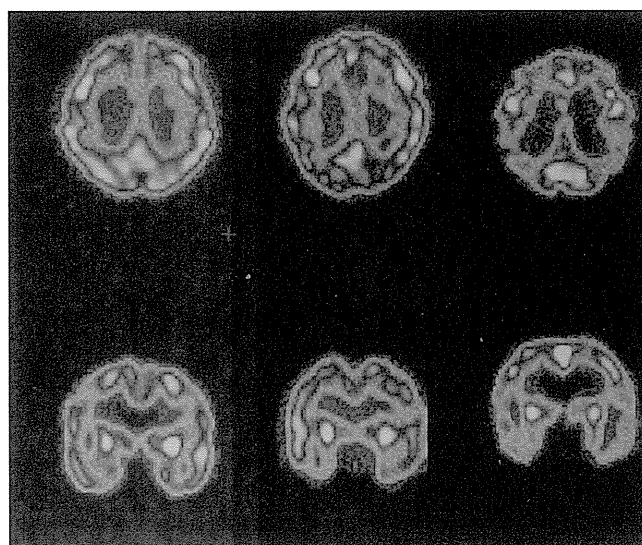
健常高齢者、DAT疑い患者、軽度～中等度のDAT患者の代表的なSPECT像
